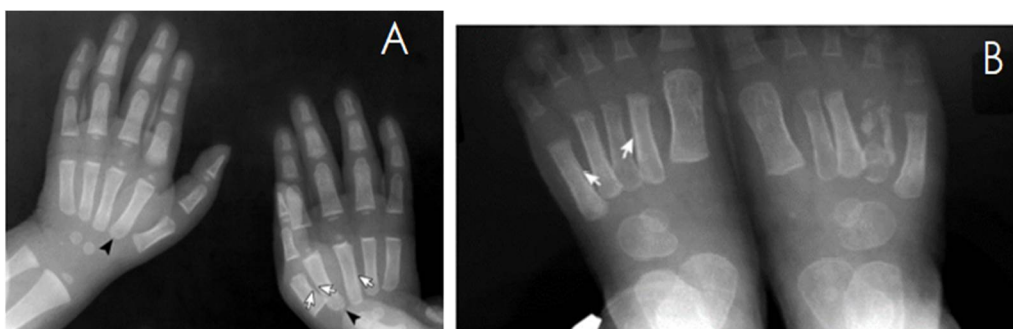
A : Dactylite dans les mains d'un nourrisson. La radiographie montre la formation d'un nouvel os périostéique le long des diaphyses des trois métacarpiens de la main droite (flèches) et des lésions destructrices précoces à la base du deuxième métacarpien des deux mains (pointes de flèches).
